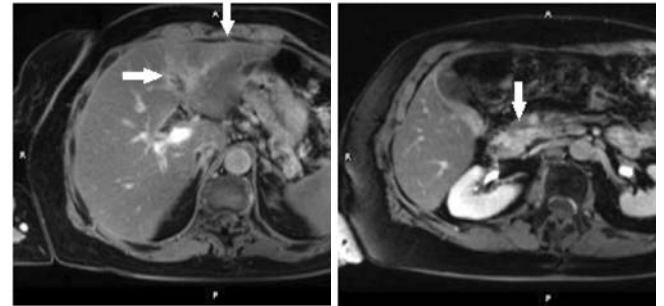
МРТ брюшной полости от 24.02.2015
